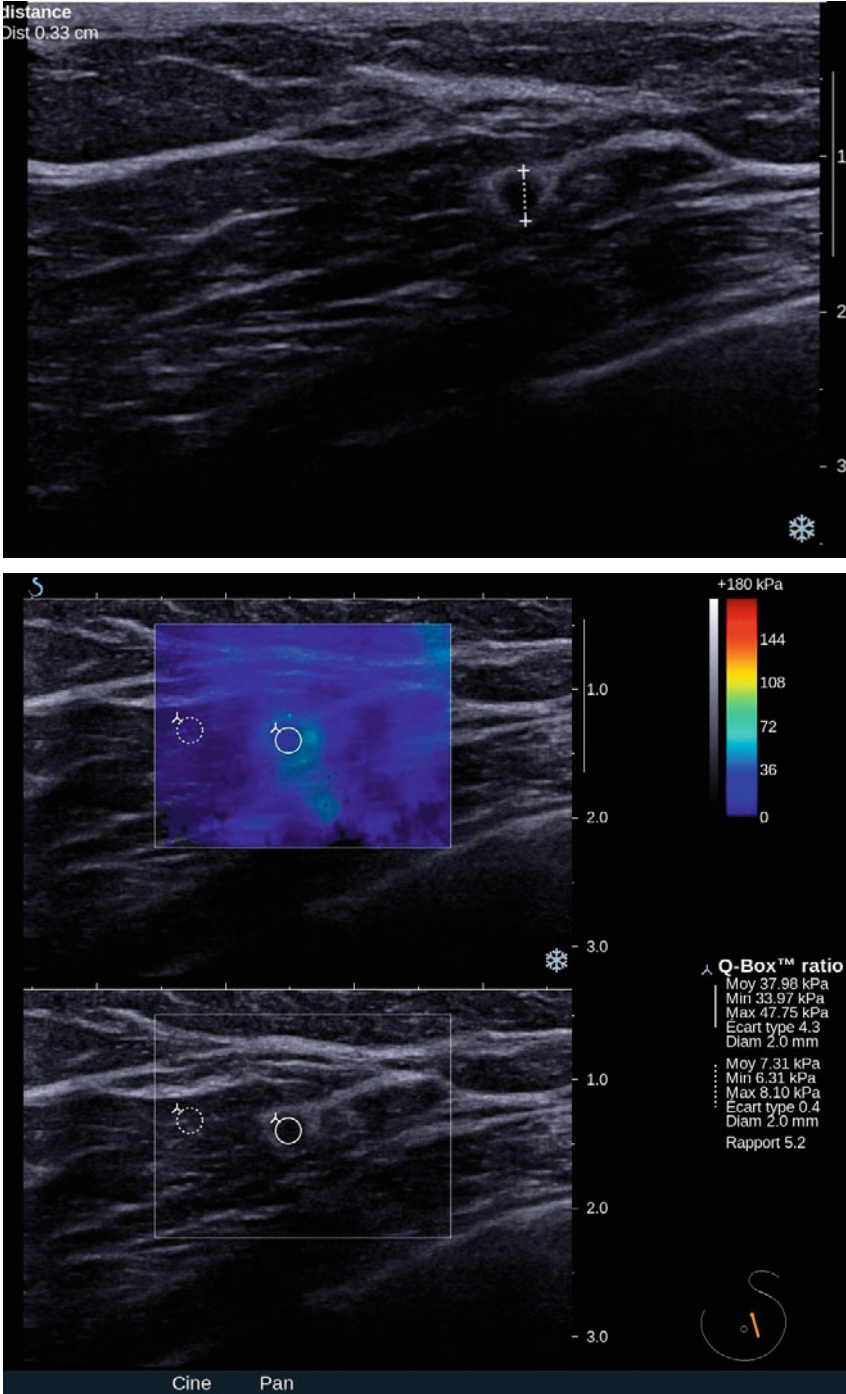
Échographie : masse ronde de 3,3 mm hypoéchogène avec couronne échogène, ACR 4.
